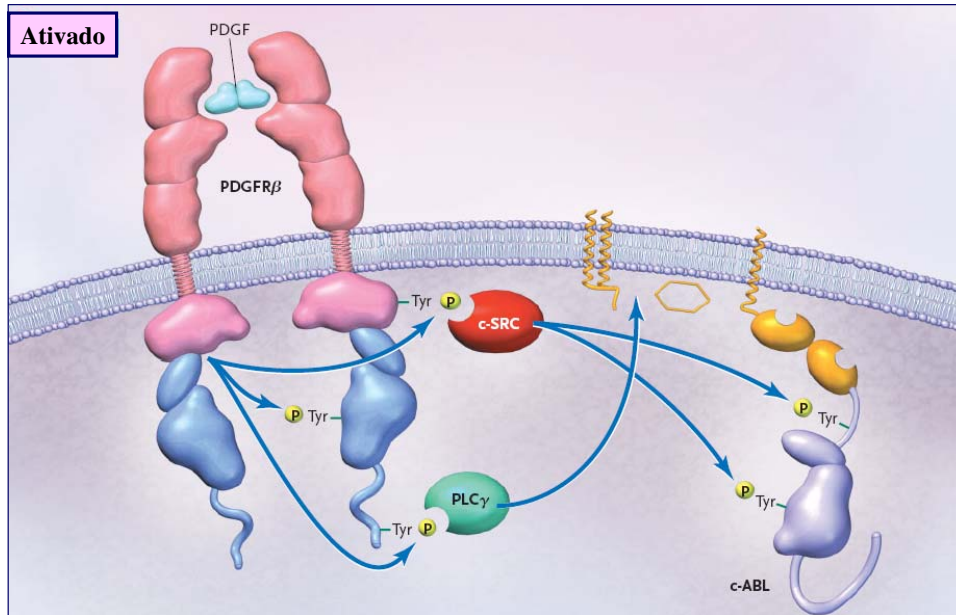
Receptor PDGFR β ativado. O PDGFR β é ativado por um ligante dimérico, o fator de crescimento derivado das plaquetas (PDGF), que induz a dimerização do receptor e a fosforilação intermolecular (P, em amarelo) da alça de ativação da tirosina. Isto resulta em uma mudança na conformação do domínio catalítico e em um aumento da atividade enzimática, enquanto a fosforilação de outras tirosinas no domínio intracelular do receptor faz ligações com o domínio SH2 que tem proteínas sinalizadoras (c-SRC) e fosfolipase C γ (PLC γ). O c-ABL é ativado pela fosforilação de duas tirosinas regulatórias, uma na alça de ativação e outra próxima ao sítio de ligação SH3, que pode ser fosforilado por outras TK, como as c-SRC. Modificada de Krause, D.S.; Van Etten, R.A. Tyrosina kinases as targets for cancer therapy. *N. Engl. J. Med.*, v. 353, p. 175, 2005
